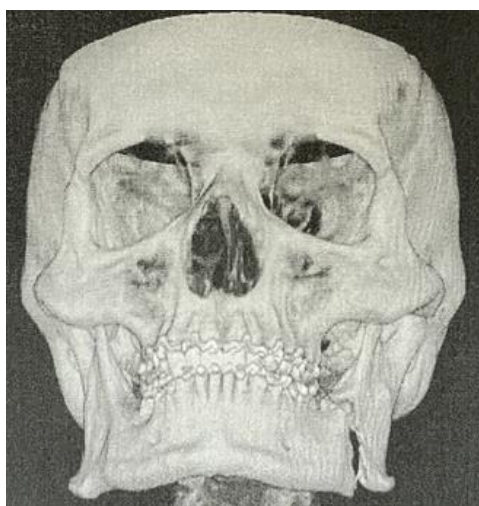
КТ-3Д пацієнта Ч., і/хв. №8989 до остеосинтеза НЩ 12.11.2022. Діагноз: двобічний перелом НЩ із зміщенням уламків в ділянці кута зліва та між 31,41 зубами
